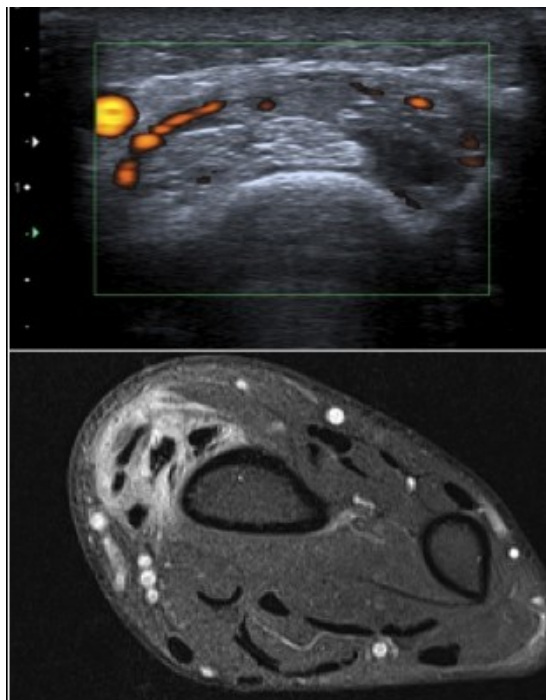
Syndrome du croisement proximal du poignet ou Ai crépissant en échographie (a) et en IRM (b).
